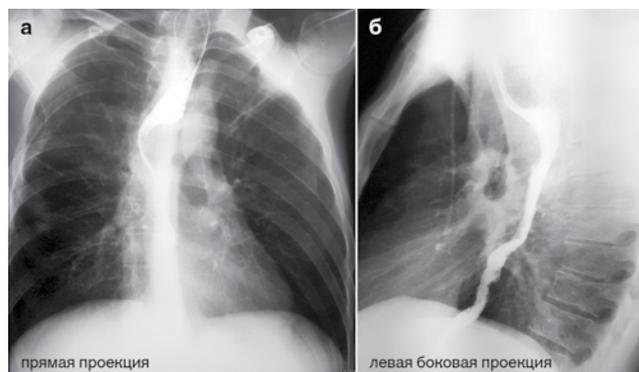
(а, б). Больной П., 35 лет. Рентгенография с контрастным усилением, выполненная при эзофагогастроскопии (контрастное вещество свободно проходит через деформированный пищевод в желудок, признаков бронхопищеводного соустья нет)
